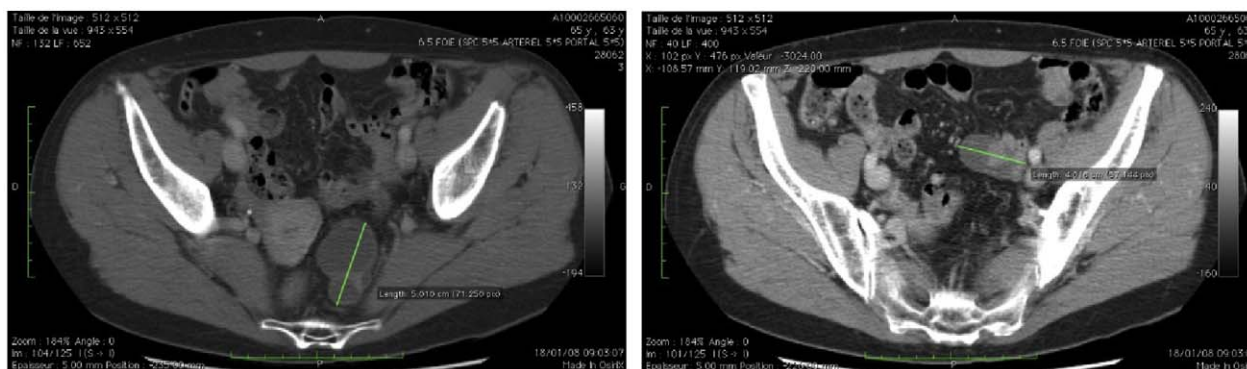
TDM pelvienne injectée, coupes axiales.
